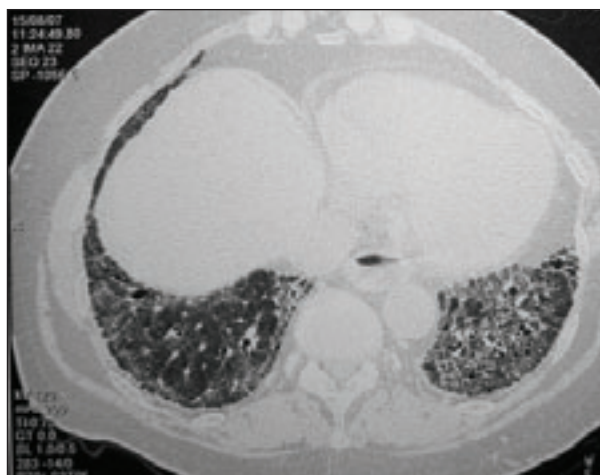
TAC pulmonar de alta resolución. Patrón de fibrosis en bases, con apanalamiento, sin evidencia de imágenes en vidrio deslustrado
